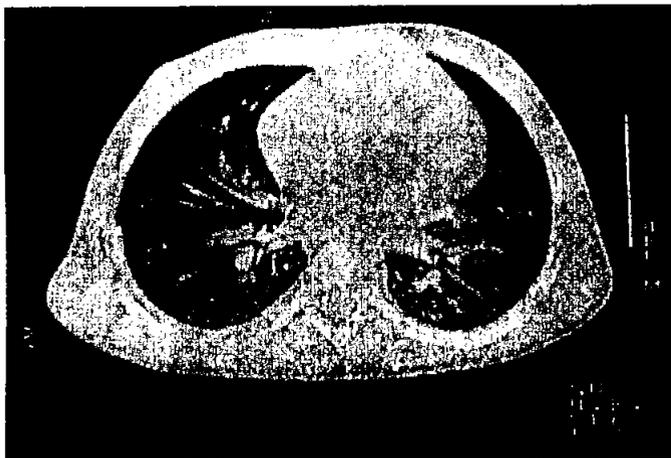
TAC de tórax con aspergilosis broncopulmonar invasiva. Se observa engrosamiento bronquial con nódulos e infiltrado inflamatorio
